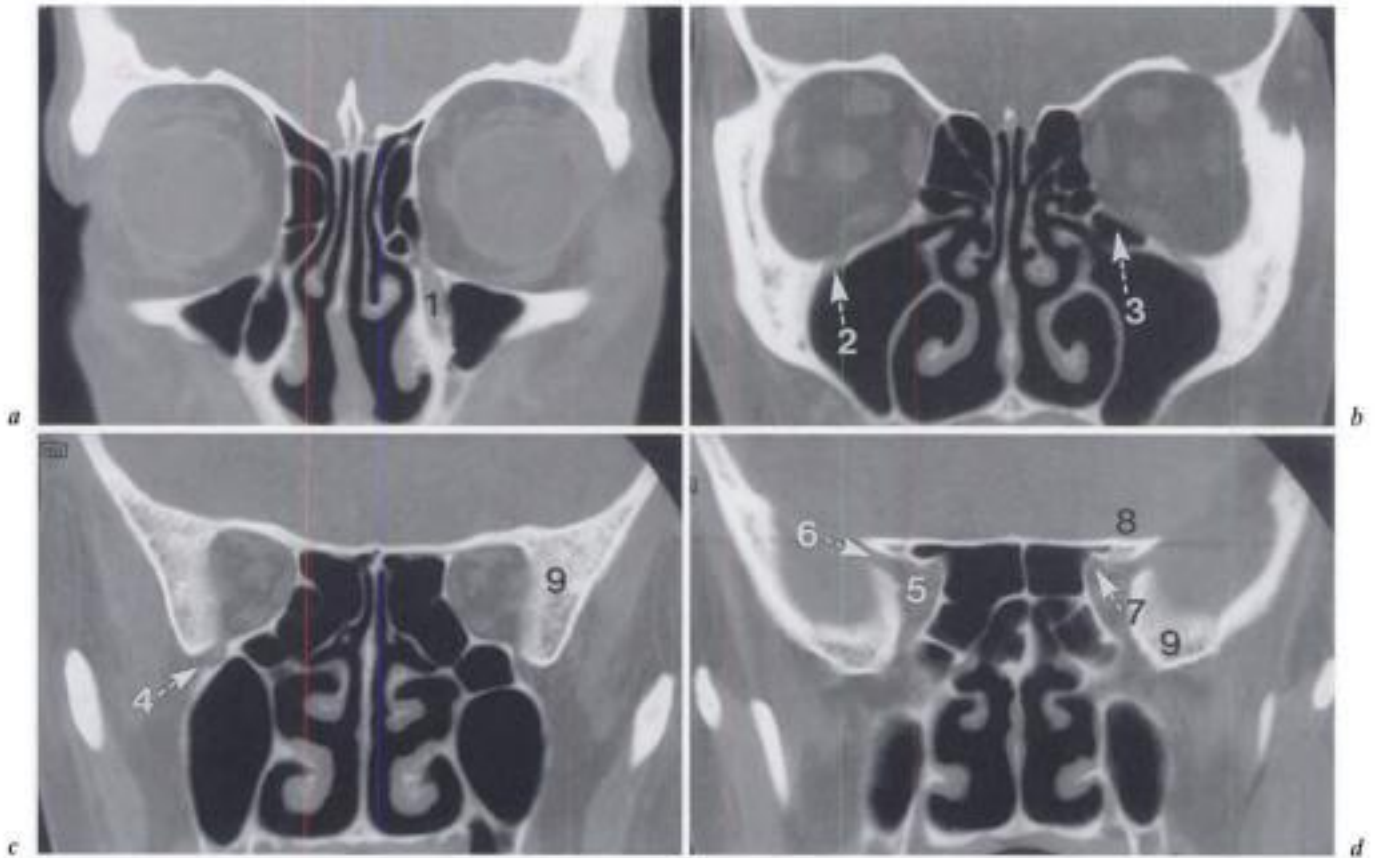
TDM frontale en fenêtre osseuse d'avant en arrière (a → d).
